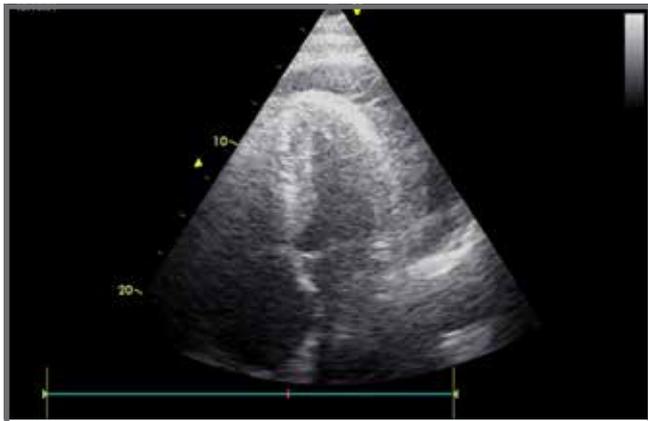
Echocardiography one month later
